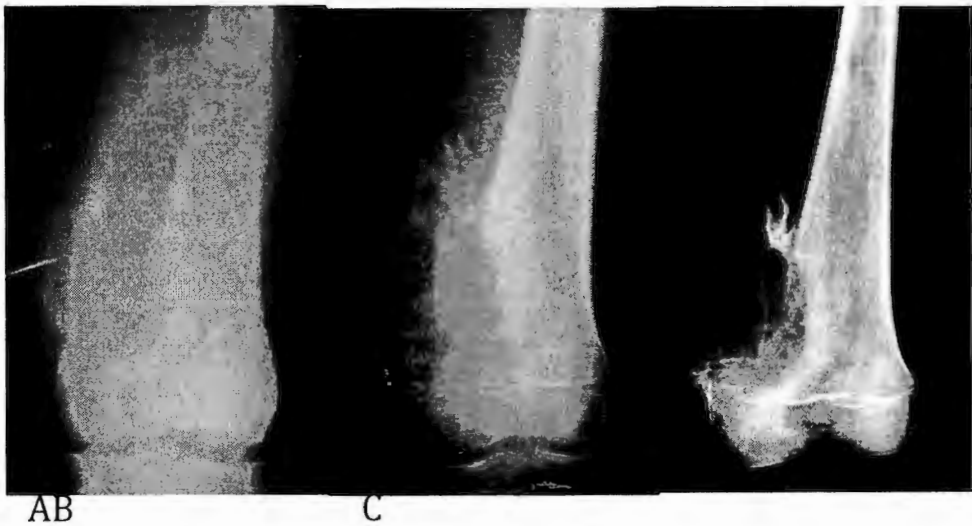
Radiografías simples de un paciente con OS de fémur distal. A. Al momento del diagnóstico. B. Después de recibir 4 ciclos de quimioterapia neoadyuvante. C. Radiografía del fémur posterior a la resección quirúrgica.
